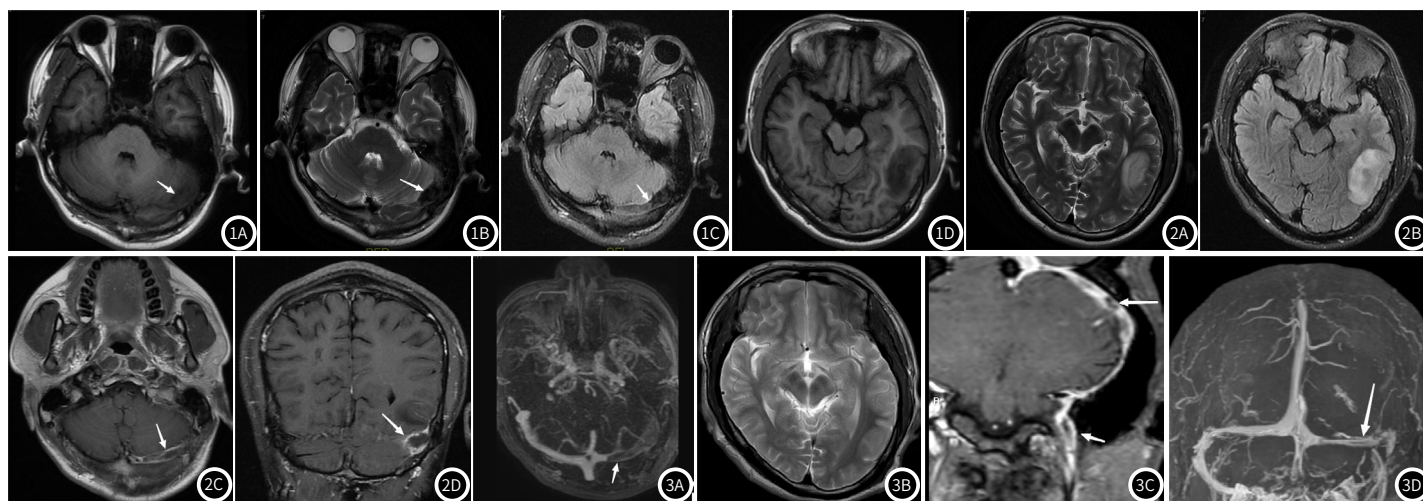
图3D 男,23岁,头痛7天,患有缺血性贫血,以左侧中耳乳突炎入院。图1A-图1C 左侧横窦内血栓呈T₁WI稍低、T₂WI低、T₂Flair稍低混杂信号影(白箭),左侧中耳乳突黏膜稍增厚;图1D-图2B 左侧颞叶静脉性梗死,T₁WI低信号、T₂WI高信号、T₂Flair高信号影,中心为皮层梗死区,周围表现为血管源性脑水肿;图2C-图3A 为MRI增强及MRV图像,左侧横窦内充盈缺损,周围未见侧支血管影,侧支循环分级为0级;图3B-图3D为同一患者3个月后复查MRI及MRV,图3B显示左侧颞叶病灶已消失;图3C-图3D多平面重建及MRV显示左侧横窦部分再通。
